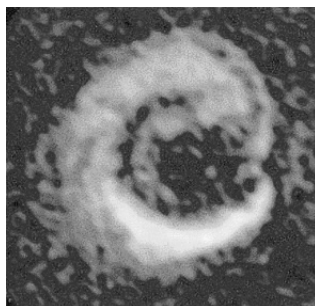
Exemple d'image obtenue par IRM intravasculaire (Rogers 2000).
